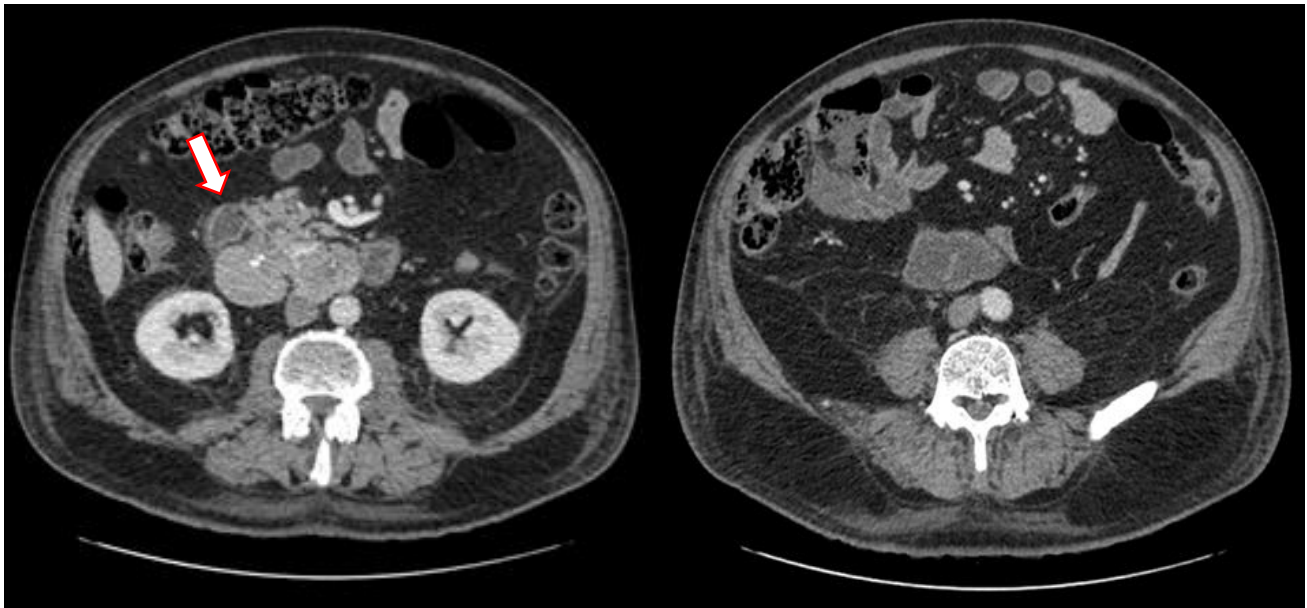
TC toraco-abdomino-pélvica: masa tumoral retroperitoneal de 8,8 x 7 x 3 cm en ejes transverso, craneocaudal y anteroposterior, respectivamente. Es una masa polilobulada, con realce y calcificaciones groseras en su interior. Presenta amplio contacto con segunda, tercera y cuarta porción duodenal y contacta puntualmente con cabeza pancreática y vena cava inferior.
